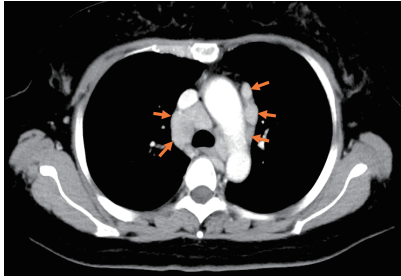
頸部造影 CT 両側肺門部リンパ節腫脹を認める
